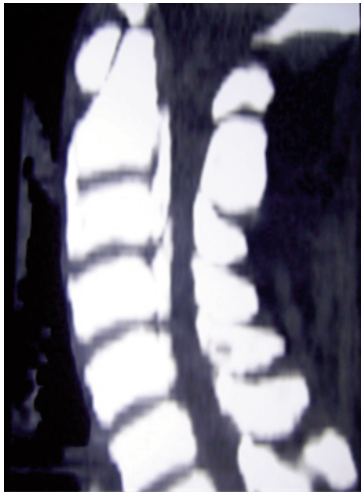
TDM rachis cervical, reconstruction sagittale montrant une calcification du ligament longitudinal postérieur de C2 à C5
